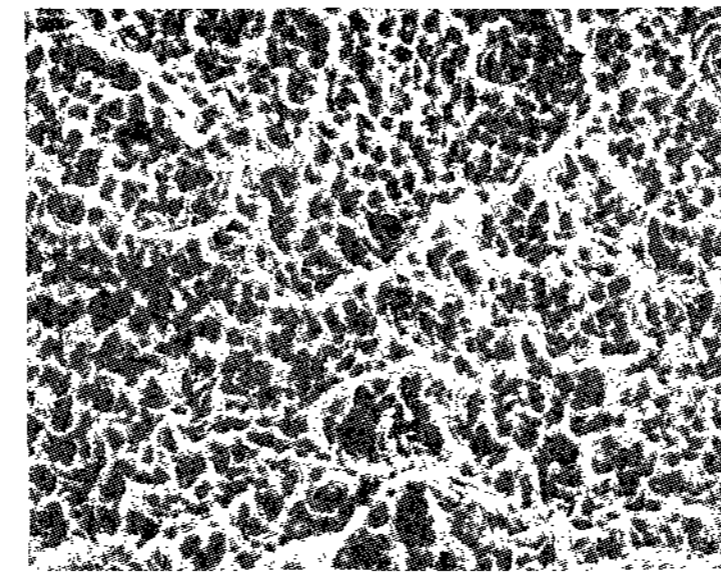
SLA surface treated by 50mg/ml TC-HCl for 2.5min($\times 2,000$).
